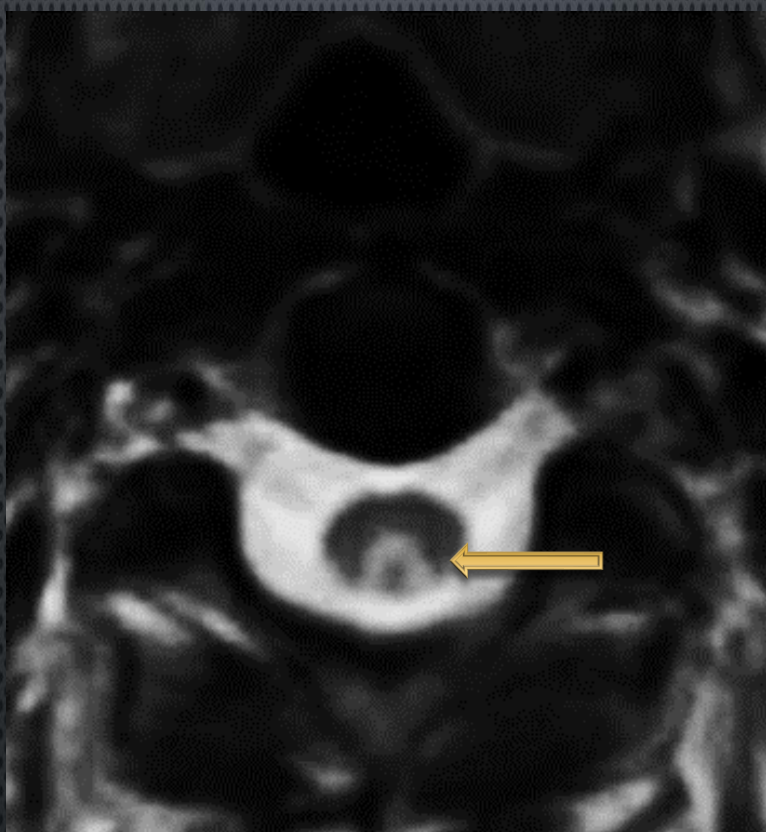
RM Cortes axial en secuencia ponderada de T2 muestra afectación de los cordones posteriores de manera bilateral y simétrica conformando el signo de la "V" invertida hallazgo sugerente de trastorno metabólico en primera instancia (degeneración combinada subaguda).(flecha larga)
